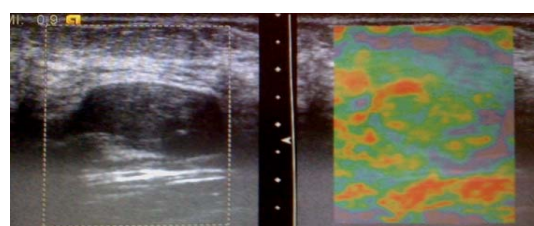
Leziune benignă ecografic – Birads 2 dar cu scor fals 3 elastografic datorită compresiei excesive a sondei în timpul examinării
